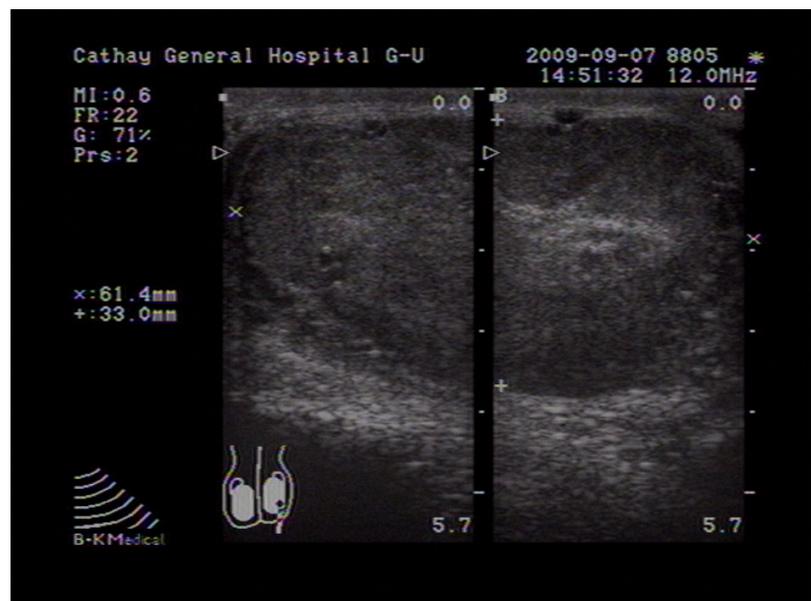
超音波下之睪丸萊迪格細胞瘤呈現異質性 (heterogeneous) 且邊緣不規則之實質腫瘤。
